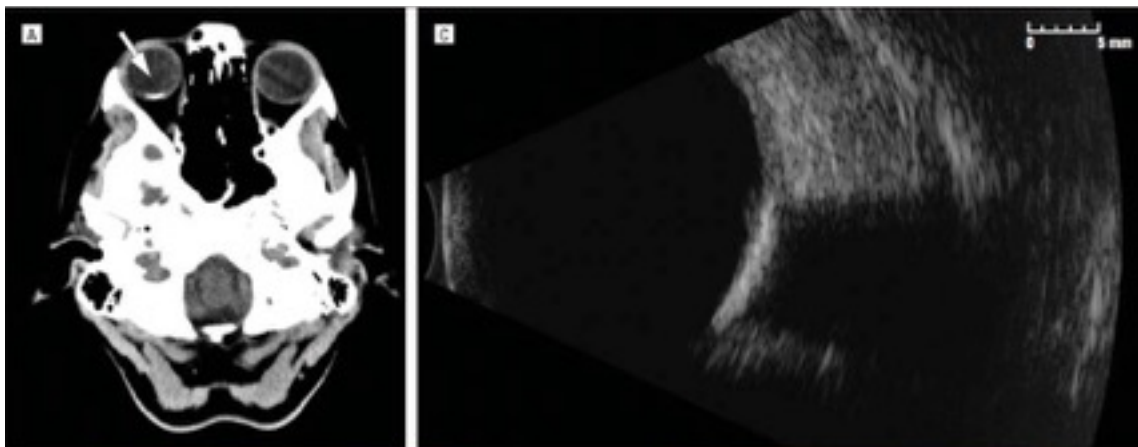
A, muestra lesión hiperdensa en TAC; B, imagen por ecografía en modo B donde se observa lesión hiperecogénica con atenuación posterior¹⁴.
